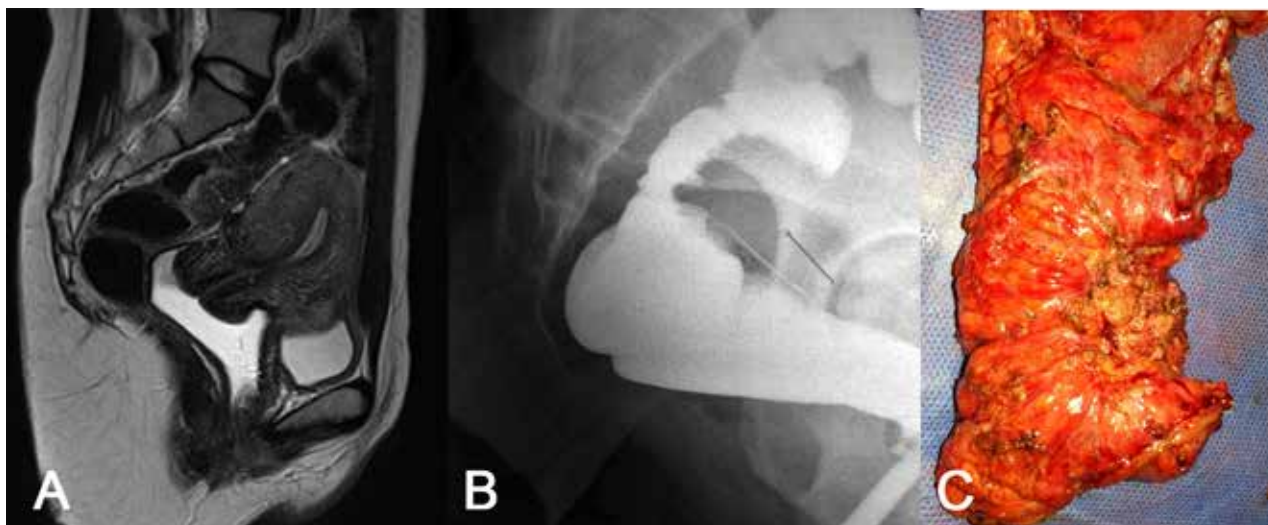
A: Corte sagital de RMN donde se observa implante endometriósico sobre la cara anterior del recto. B: Colon por enema que muestra estrechamiento de la luz del recto. C: pieza quirúrgica del caso presentado.
